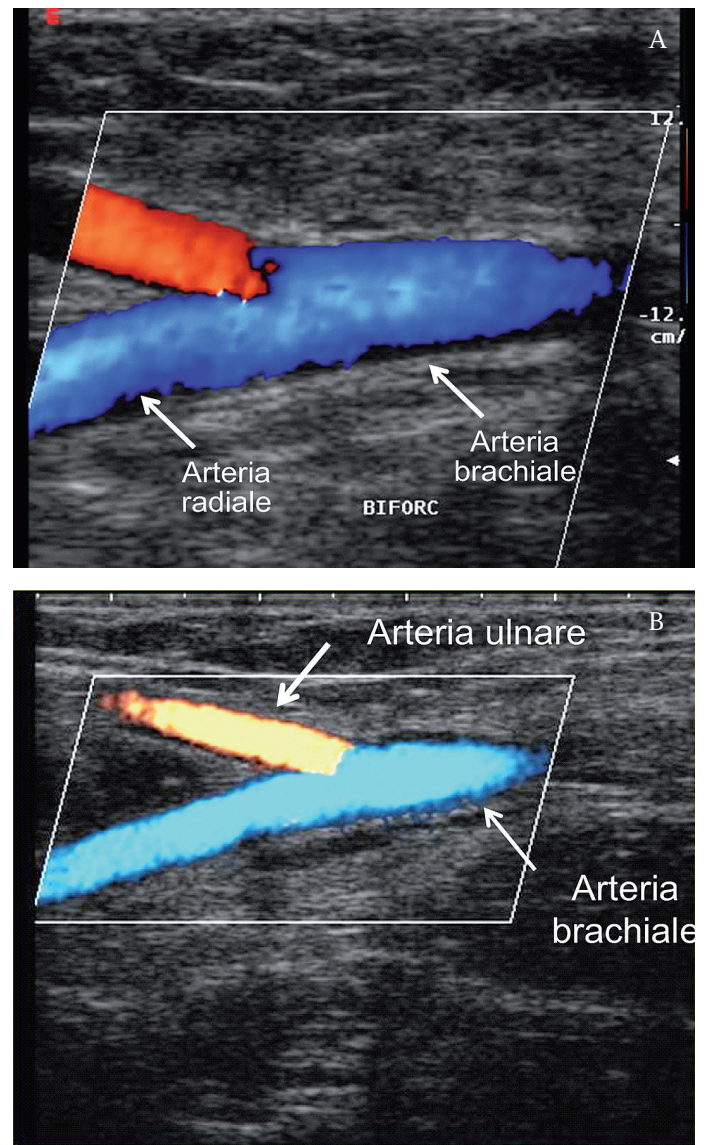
COLOR DOPPLER E POWER DOPPLER DIREZIONALE. Biforcazione dell'arteria brachiale a livello della piega del gomito.
